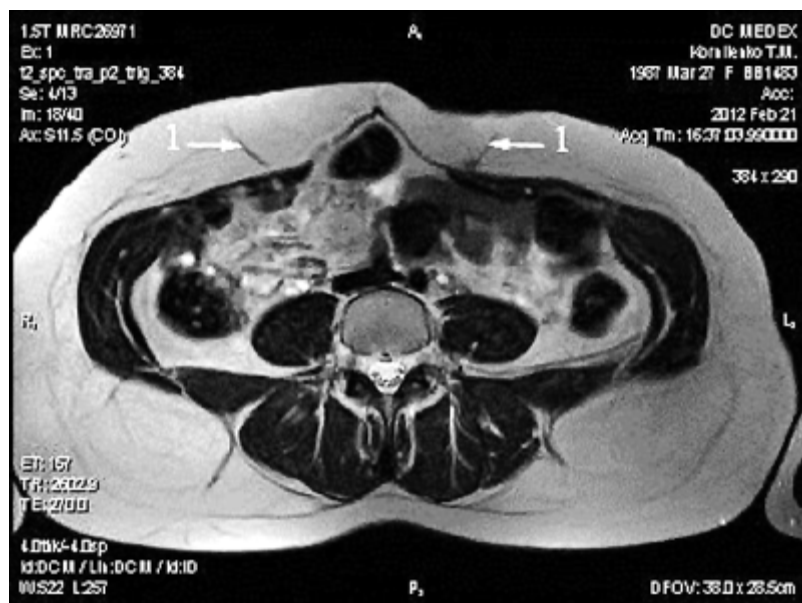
Перфорантні судини, що розгалужуються від верхніх надчеревних артерій при МРТ тулуба в аксіальній проекції
